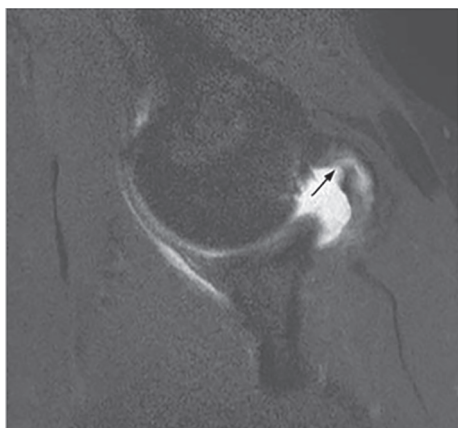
• Immagine RM in posizione ABER della spalla che mostra, in quadro di conflitto postero-superiore in soggetto pallavolista, una lacerazione parziale del tendine del sovraspinato alla sua inserzione omerale.
